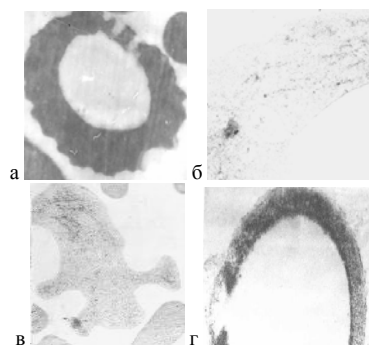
Ультраструктурные изменения эритроцитов под воздействием ПЭТ, ведущие к образованию клеточных теней:
